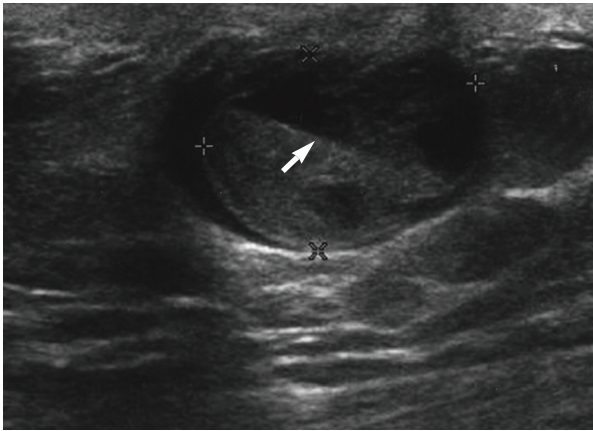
Ultrasonographic findings. This tumor is a 2.3×1.6 cm sized well margined cystic mass with an internal fluid level (arrow) and an irregular solid component in the right subareolar area.
